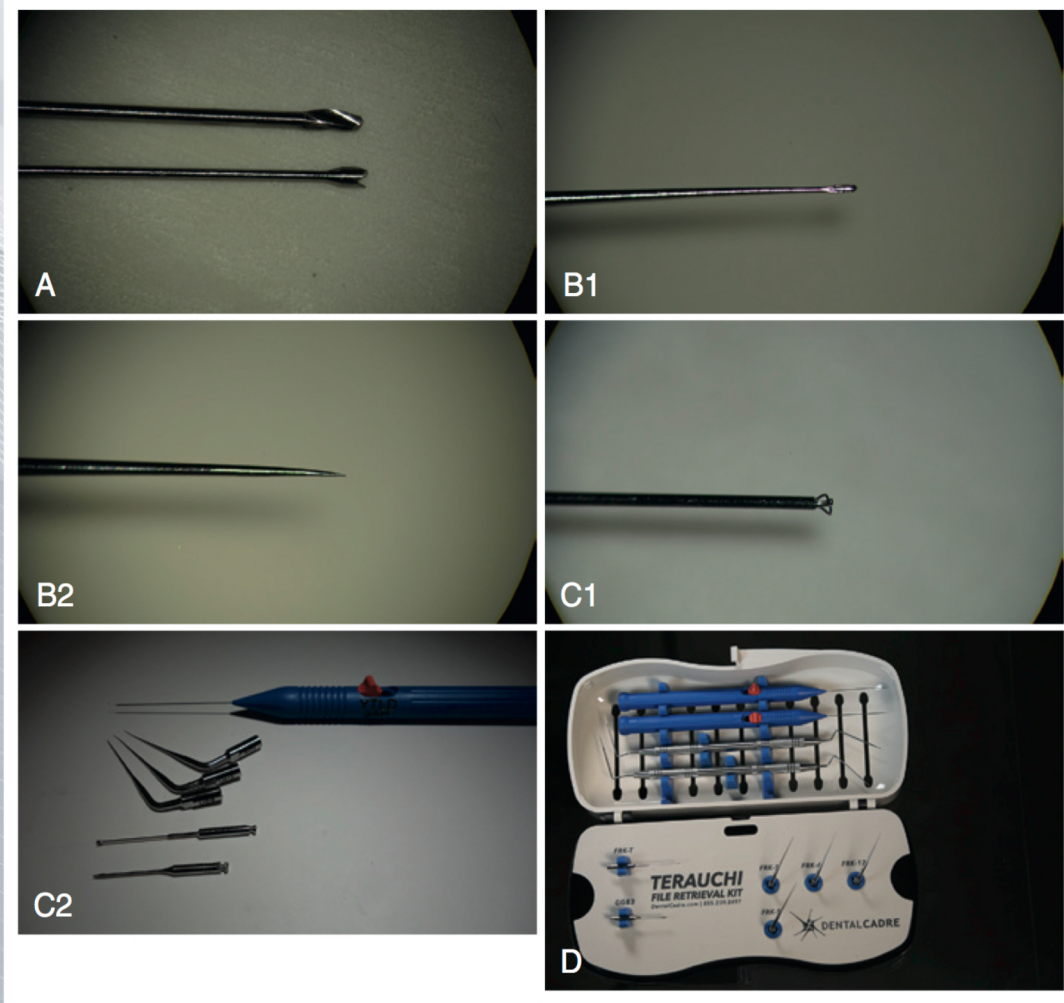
A：改良型 GG#3 Bur 也稱作 GG-3M（圖 A 上）；微型環鋸又稱作 TFRK-MT（圖 A 下）。B1：TFRK-6 超音波工作尖（工作尖的尖端部分設計為匙型，因此也稱作匙型工作尖），其尖端部分的匙型上有微型凹面，面對手機時呈 6 點鐘方向。B2：TFRK-S 超音波工作尖（工作尖的尖端看起來像銳利的矛，因此又稱為直型工作尖）。C1：Yoshi 套索可用來套牢斷針。此微型套索由細金屬線圈加在不鏽鋼套管所組成，搭配可滑動按鍵，按鍵往後拉便能將斷針套牢。C2：Yoshi 套索可實際運用在臨床案例中將斷針拉出。請注意套索直徑需有 0.7mm。D：斷針移除器械組的器械盒可高溫蒸氣消毒。此器械組內含 GG-3M、TFRK-MT、TFRK-6 超音波工作尖、TFRK-12 超音波工作尖、TFRK-S 超音波工作尖、Yoshi 套索、TFRK-GPR 牙膠移除器械，以及 TFRK-ME 微型探針。
